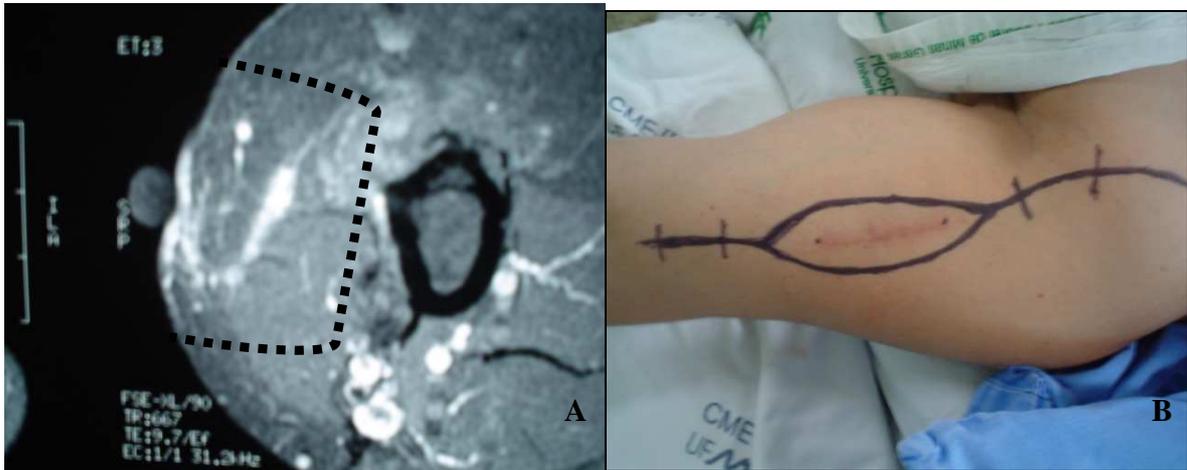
Paciente MLWS, 58 anos, sexo feminino, com diagnóstico de leiomiossarcoma em braço esquerdo, ressecado previamente ao encaminhamento ao Hospital das clínicas da UFMG. A - Ressonância nuclear magnética do braço mostrando planejamento da área de ampliação da ressecção (delimitada por linha pontilhada). B - Demarcação da área de incisão da pele e região a ser ressecada.
